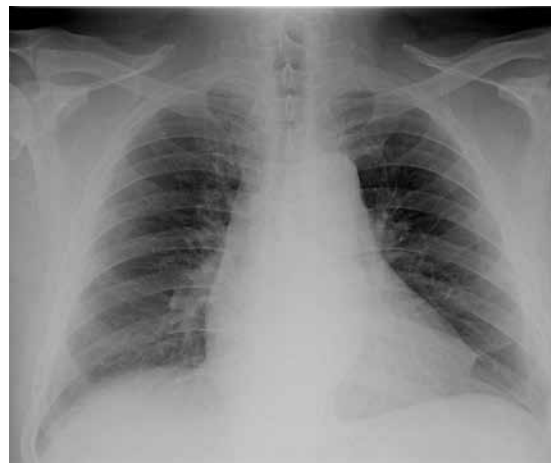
Рентгенограмма грудной клетки больного И. от 28.12.2017
